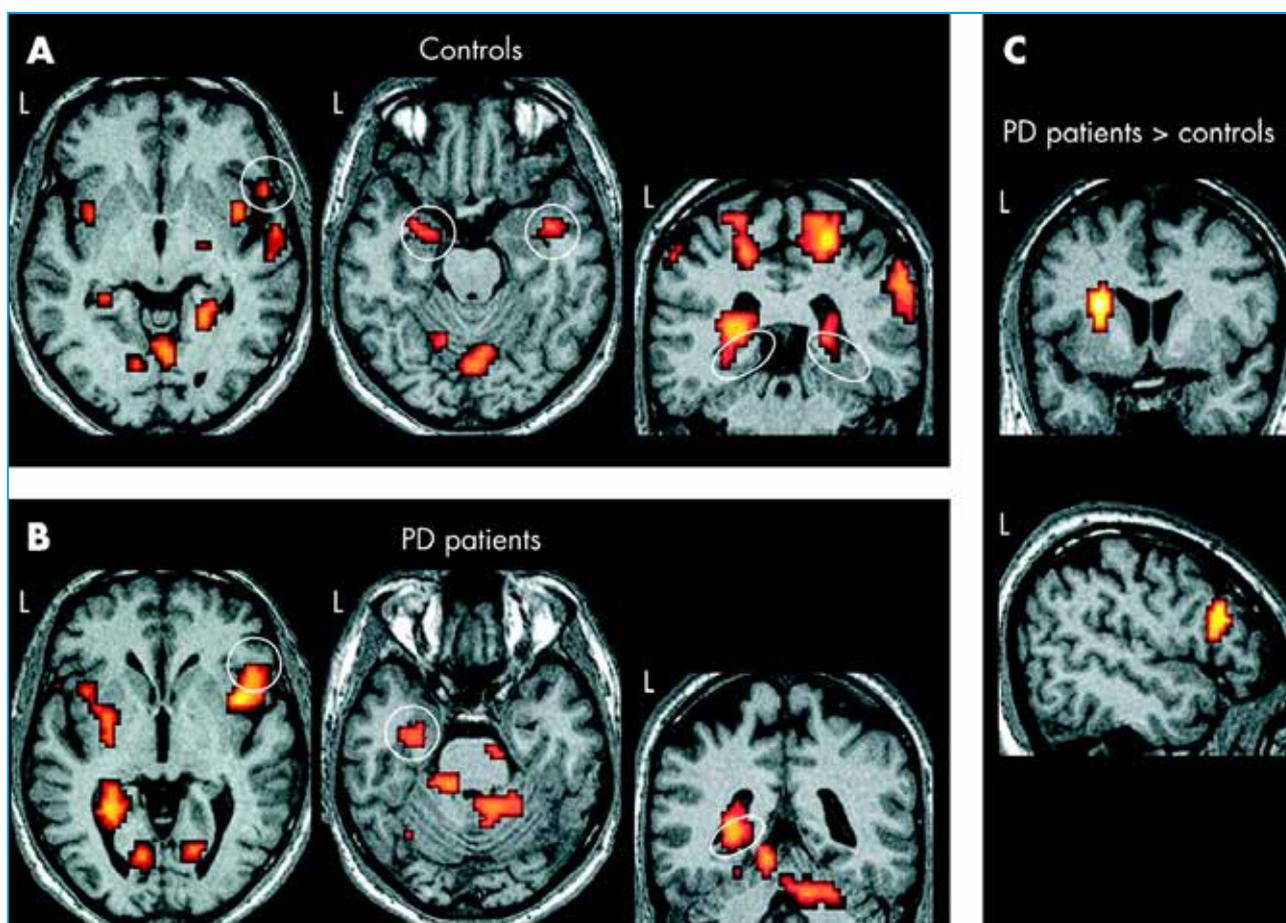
Resonancia magnética funcional (RMNf) donde se observa la activación cerebral tras estímulos olfativos de izquierda a derecha. Tomado de Westermann B et al. 2008 (18).
